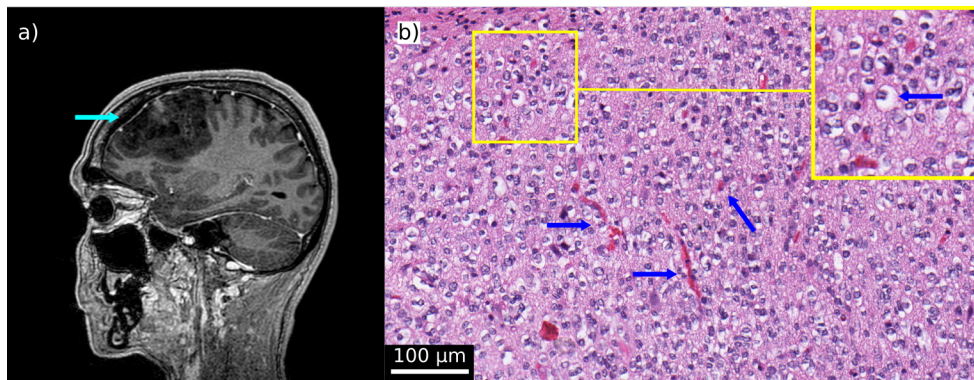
a) MRT-Bild eines Patienten mit einem Oligodendrogliom (siehe Pfeil). b) HE-Schnittbild eines Oligodendroglioms. Die Pfeile weisen auf das typische Gefäßnetzwerk und die Spiegelei-ähnlichen Zellen
